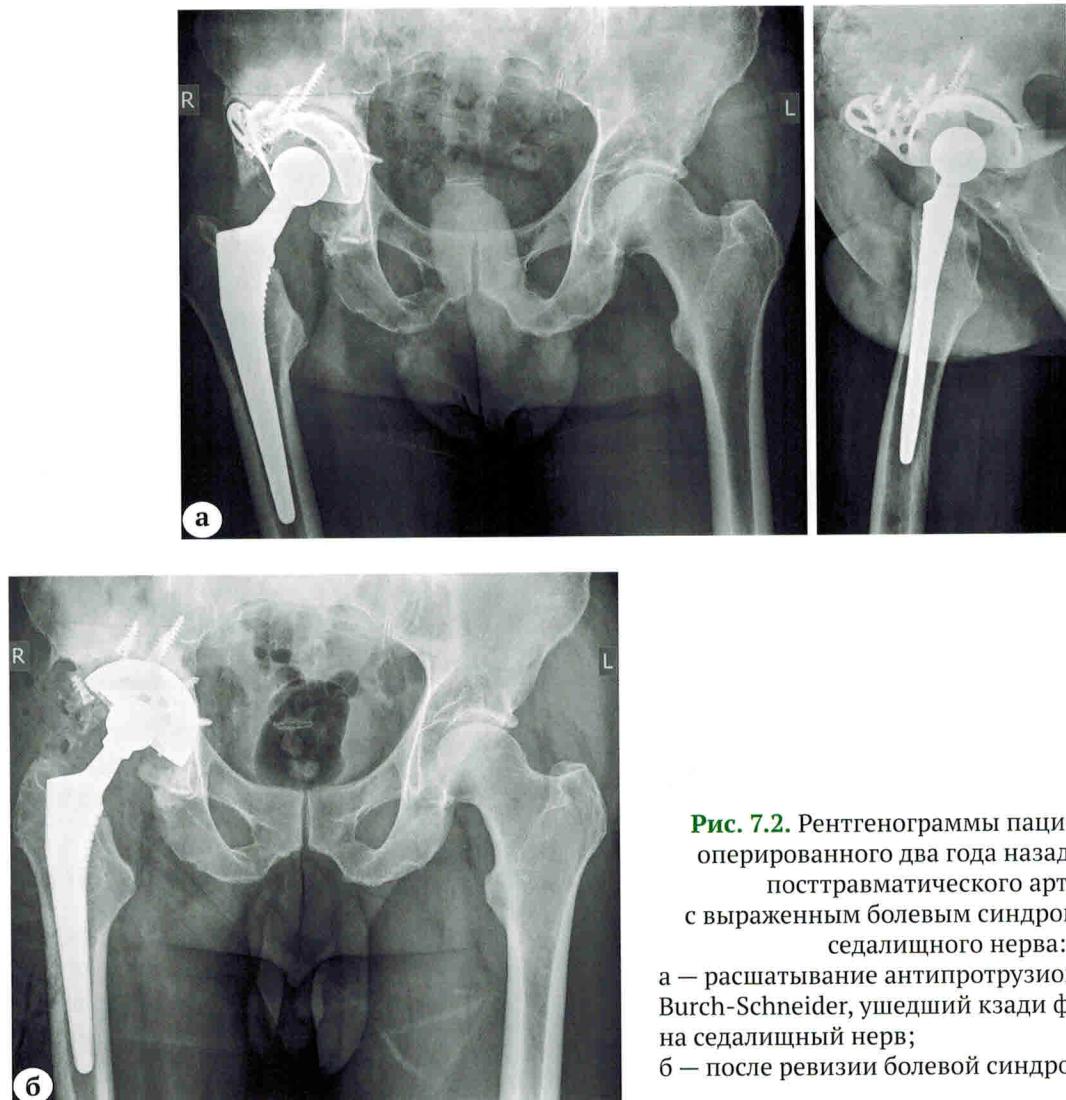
Рентгенограммы пациента 55 лет, оперированного два года назад по поводу посттравматического артоза, с выраженным болевым синдромом по ходу седалищного нерва:
